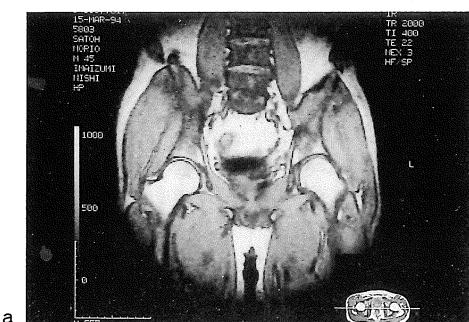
a (IR) and b (SE) : Fourth MR image obtained after 3 months are evaluated that these MR imagings are normalized.
